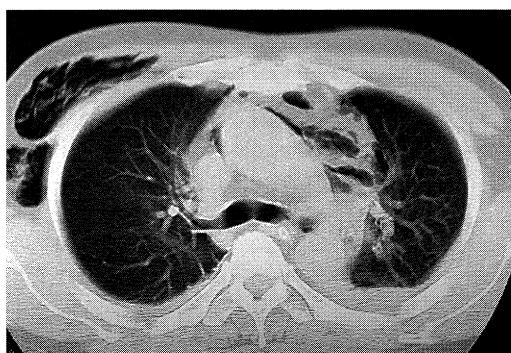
CT scan showing gas formation in mediastinum, subcutaneous and left pleural effusion.
